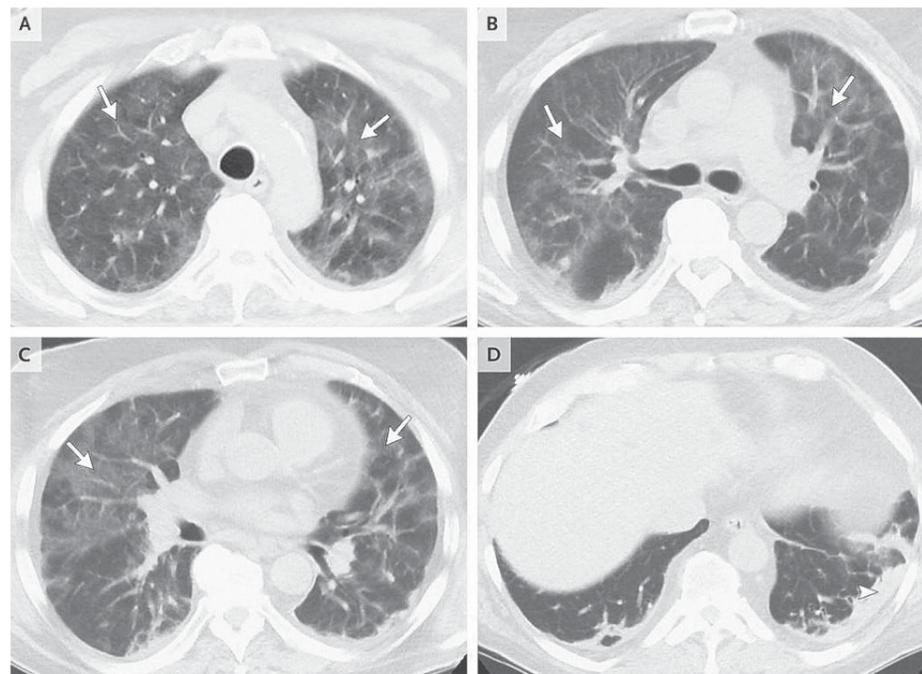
КТ грудной клетки. Множественные затемнения по типу матового стекла в обоих лёгких (А, В и С стрелки) и уплотнение в нижних долях обоих лёгких (D головка стрелки). Эти находки постепенно уменьшались на последующих КТ.
